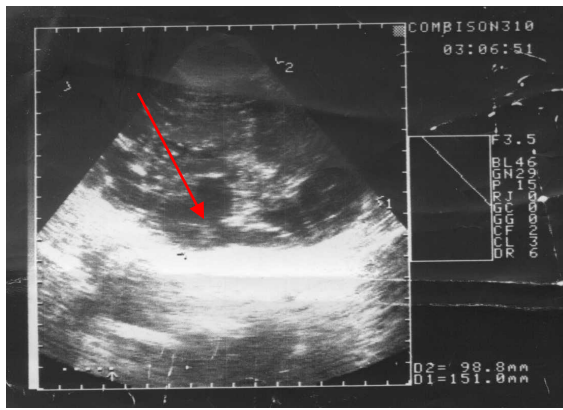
3.20. - УЗИ печени. Многокамерный эхинококкоз с распадающимися элементами
